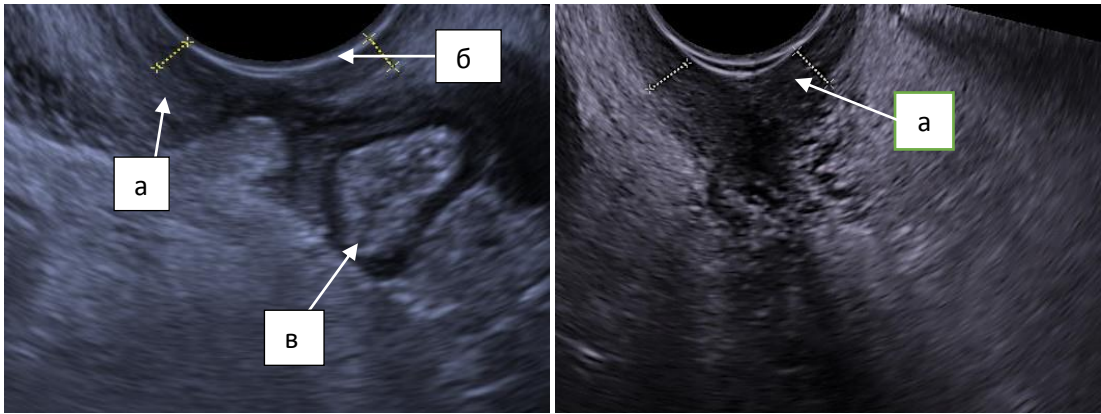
Ультразвуковая томограмма культи влагалища трансвагинальным доступом: а) равномерная толщина стенок культи влагалища – 3,9 мм; б) поверхность влагалищного датчика; в) кишка.
